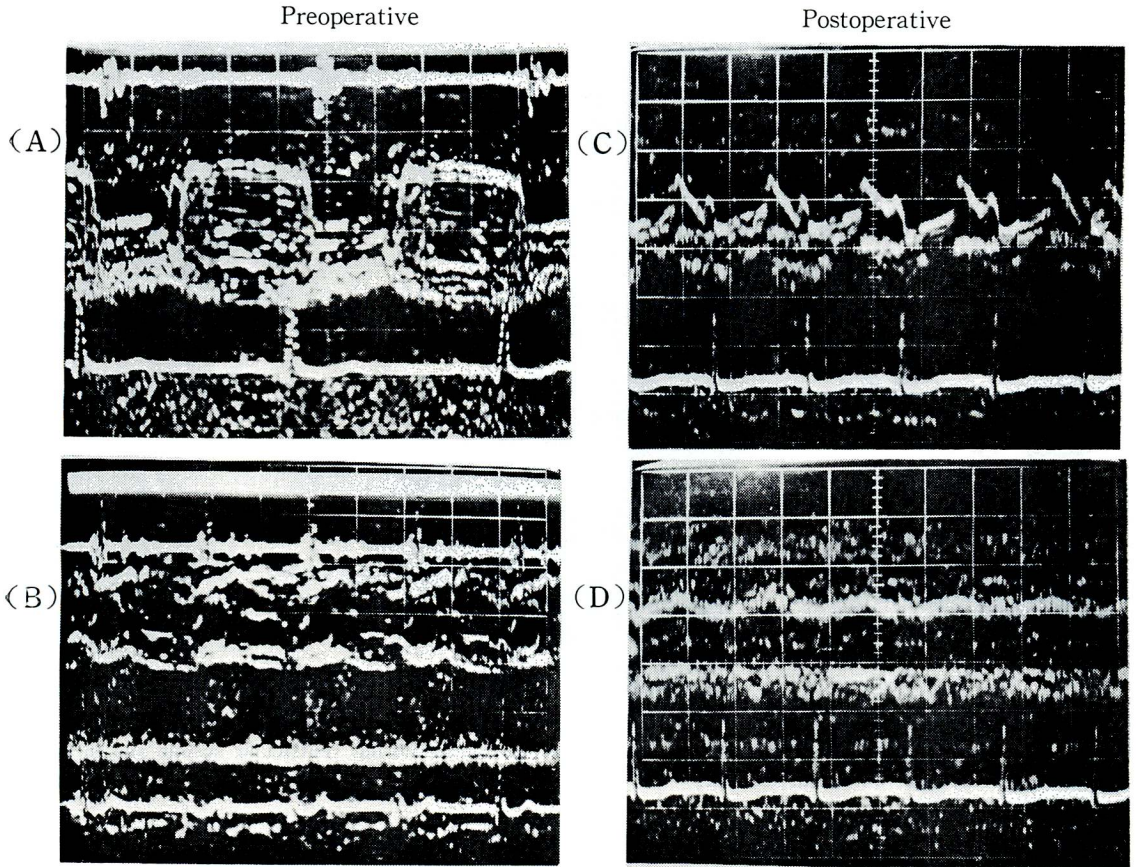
Ultrasoundcardiographic (UCG) records of case 1 before (left) and after (right) the operation
